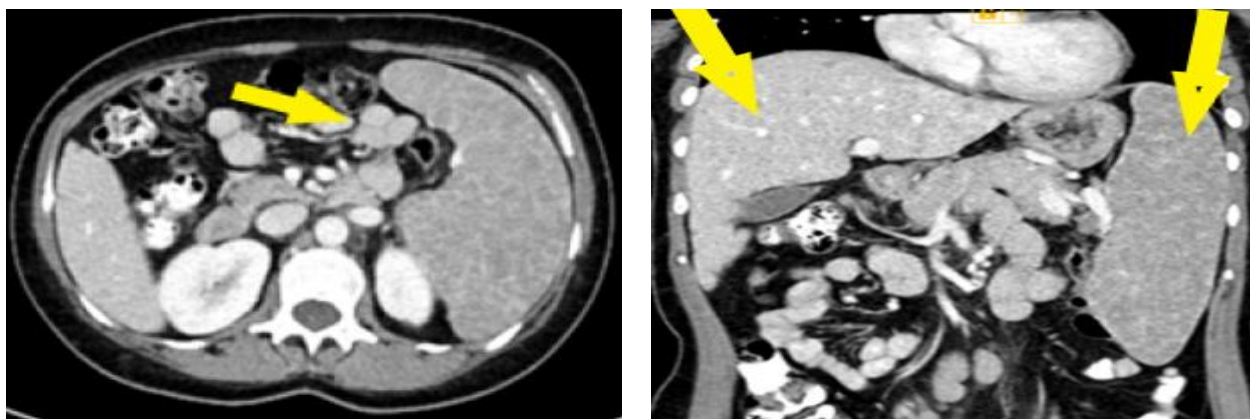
Abdominal computed tomography – arterial phase.
